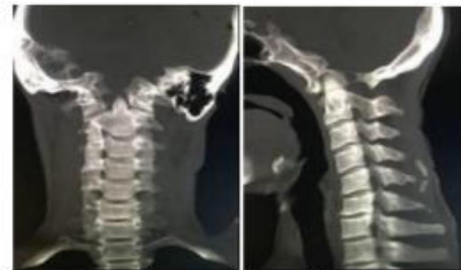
Gambaran cervical hasil MPR CT-Scan dapat meminimalkan gerakan pada pasien agar mengurangi resiko yang dapat memperberat cedera tulang belakang jika pasien harus dipindahkan ke ruang pemeriksaan radiografi konvensional. Namun dosis radiasi yang diterima pasien akan bertambah besar karena area scanning pada CT Scan kepala tersebut dimulai dari Cervical 7 sampai vertek dengan slice thickness 5 mm. Pada saat MPR, dipilih irisan paling tipis kondisi *bone*. Pilih menu CT Viewer dan atur *slice thickness* 25 mm. *Slice thickness* yang digunakan minimal 25 mm sampai 50mm karena disesuaikan dengan lebar *cervical* sekitar 50 mm, bila digunakan 25 mm dilihat apakah ada fraktur atau tidak. Di bawah ini merupakan gambar radiograf hasil MPR.
